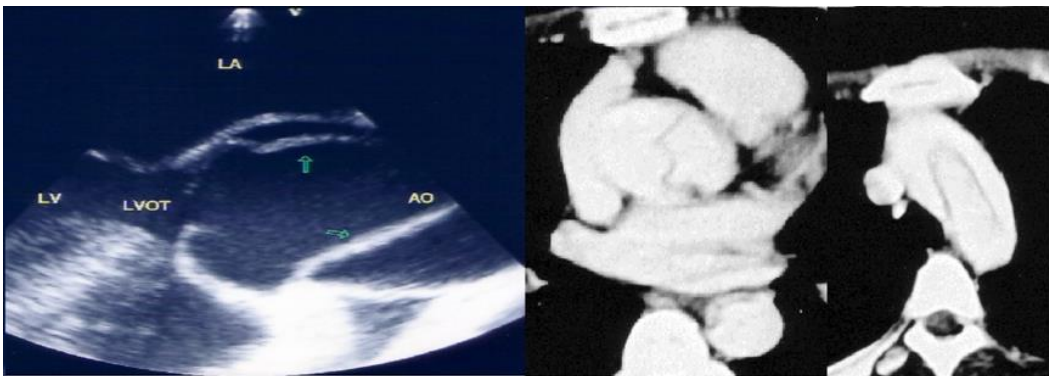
Αξονική αγγειογραφία (CTA) ασθενούς που υποβλήθηκε σε επέμβαση Bentall. Η ενδαγγειακή τεχνική δεν μπορεί να εφαρμοστεί λόγω ακατάλληλου κεντρικού αυχένα (STJ 46mm) και βαλβιδοπάθειας αορτικής.
